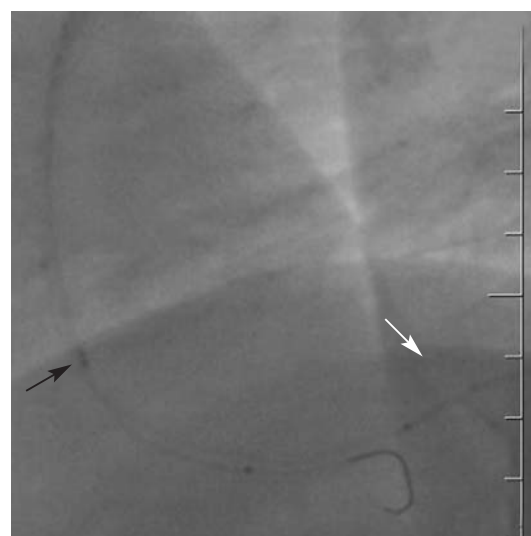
Датчик ВСУЗИ установлен на уровне разрыва интимы (черная стрелка), микрокатетер заведен в истинный просвет коронарной артерии и выполнено контрастирование истинного просвета (белая стрелка)
